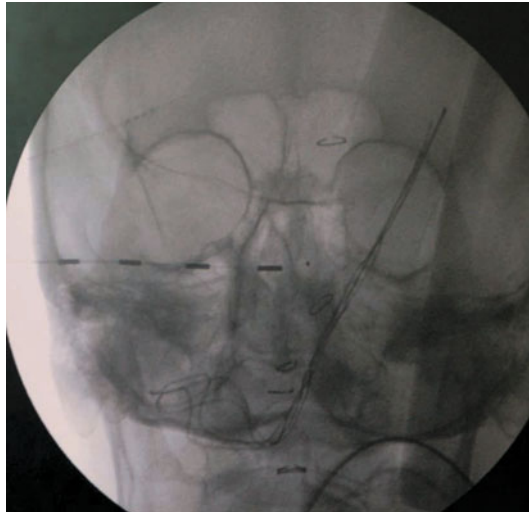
Positionnement de l'électrode sous guidance fluoroscopique. La fluoroscopie est utilisée pour assister le placement transversal de l'électrode en projection du plancher orbitaire ou le niveau de C1 sur une radiographie antéro-postérieure du crâne.
